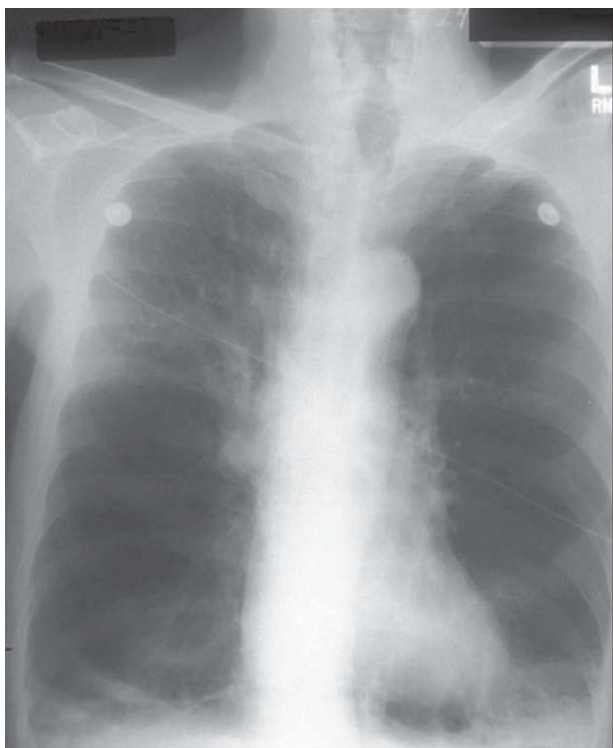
■ Radiografía torácica posteroanterior de un individuo portador de dos alelos Z del gen α_1AT , con insuflación excesiva e incremento de la radiotransparencia basal, características del enfisema. (Tomada de Stoller JK, Abousouan LS: α_1 -Antitrypsin deficiency. Lancet 365:2225-2236, 2005.)
